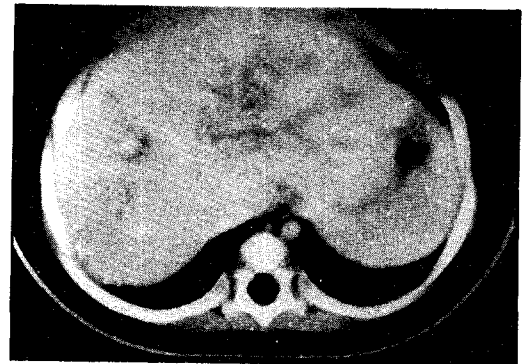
환자의 abdomen CT 소견
